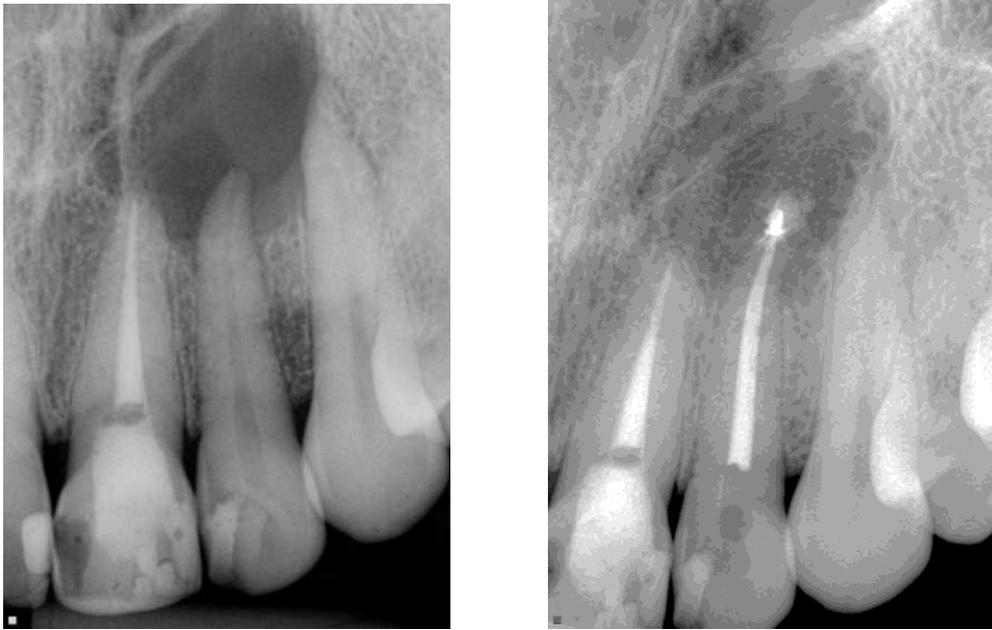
Proservação radiográfica com neoformação óssea periapical (presença de osso medular). Comparação da radiografia inicial e de controle.
